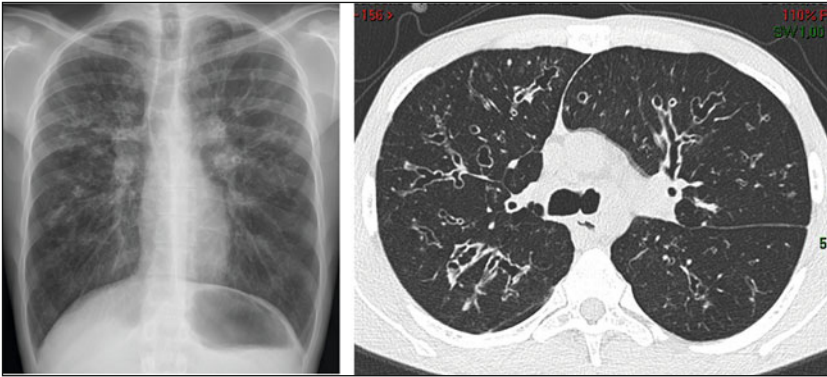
Radiographie thoracique de face et scanner thoracique chez un adulte mucoviscidosique. Ces clichés montrent des dilatations des bronches diffuses prédominant dans les lobes supérieurs et une distension thoracique.
